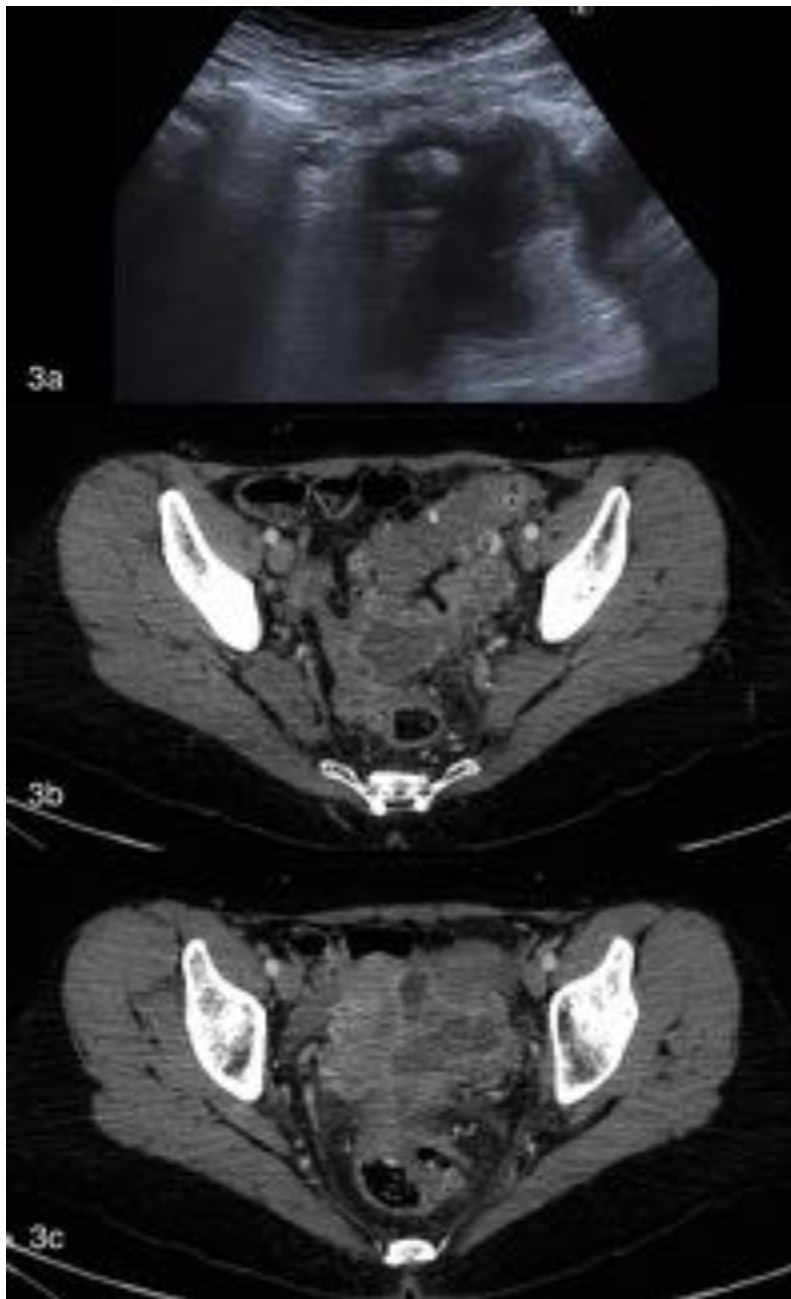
Mujer de 54 años con dolor abdominal de 2 semanas de evolución localizado en fosa iliaca izquierda, con alteración del ritmo intestinal. Presencia de leucocitosis con neutrofilia y PCR 9. La ecografía nos muestra un colon engrosado en íntimo contacto con colección de límites mal definidos. En el TC los hallazgos son superponibles, visualizando engrosamiento mural del sigma con colección polilobulada en íntimo contacto (DAC). Se intentó drenar la colección a través de RVI sin éxito.
